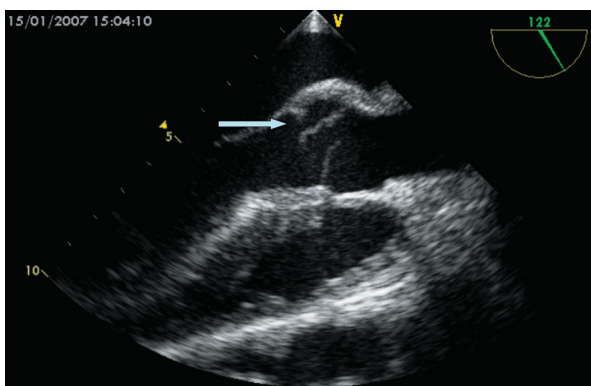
Ecocardiografía bidimensional, velo aórtico no coronario roto (flecha).
